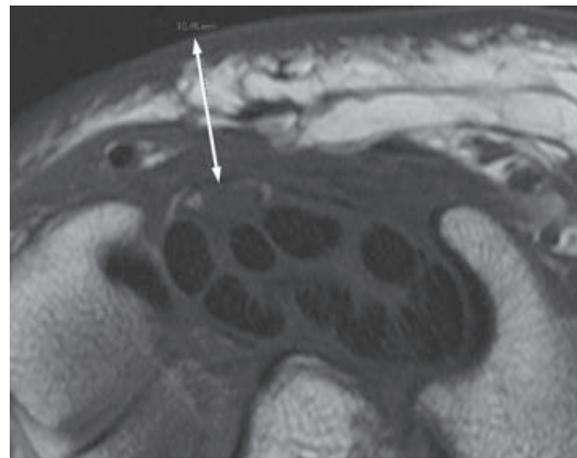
Coupe axiale T1. Plus petite distance entre la peau et la face palmaire du nerf médian, au niveau de l'hamatum (10,45 mm). Cette distance peut être également facilement calculée en échographie.
